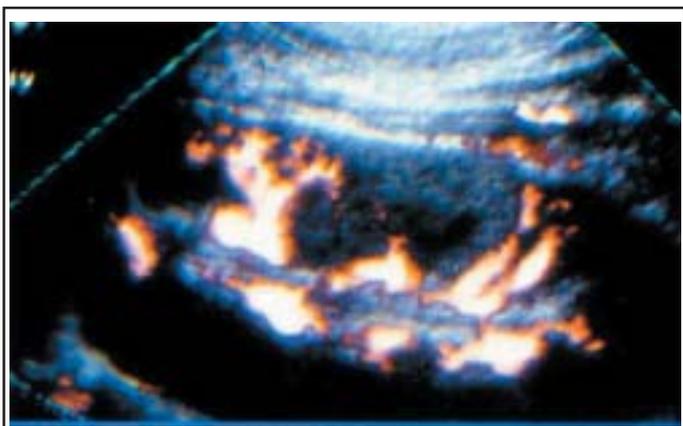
Pyélonéphrite aiguë et Doppler couleur. Plage hypovascularisée évidente sur la coupe sagittale du rein.
